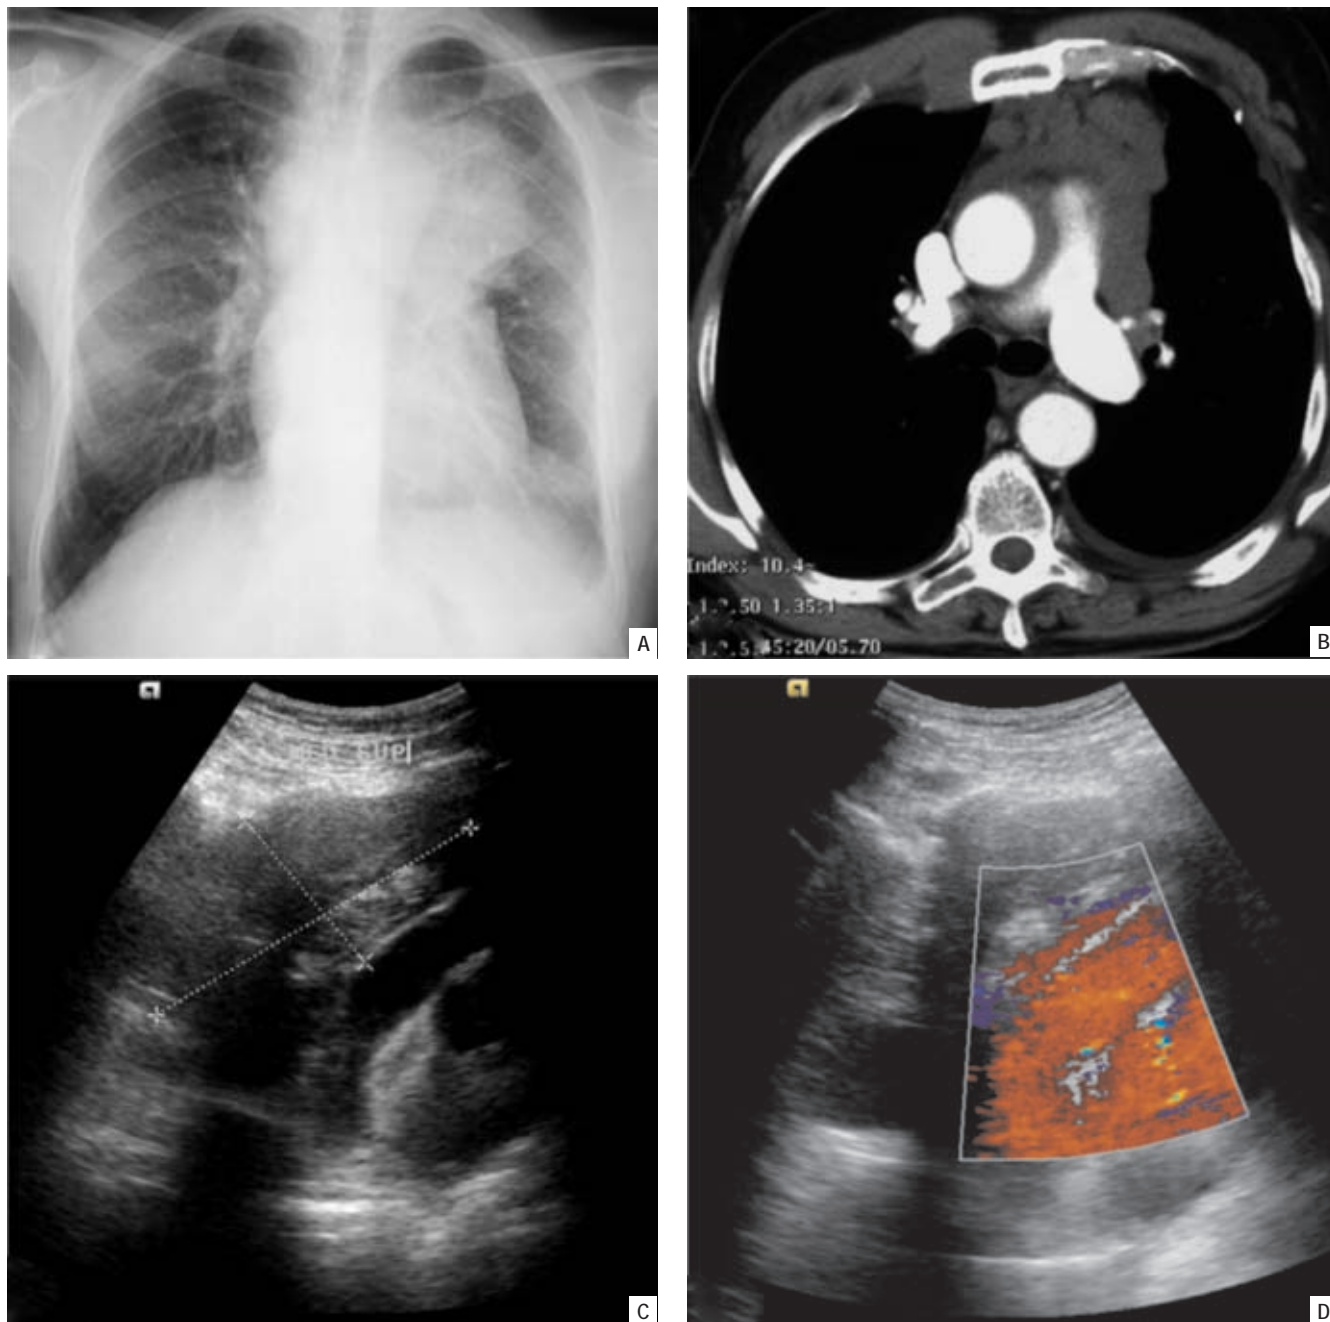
Doente do sexo masculino, 69 anos, ex-fumador (50 UMA), realizou radiografia de tórax (A) de rotina com evidência de hipotransparência de contornos mal definidos, ao nível do mediastino superior-médio e região paratraqueal esquerda. A TC do tórax (B) demonstrou uma massa no mediastino anterior e médio a nível pré-vascular. Foi efectuada punção percutânea *tru-cut* da lesão hipoeocogénica (C) evitando os vasos contíguos com utilização de sonda 3,5MHz e Doppler (D). O diagnóstico histológico confirmou a presença de linfoma B esclerosante do mediastino
